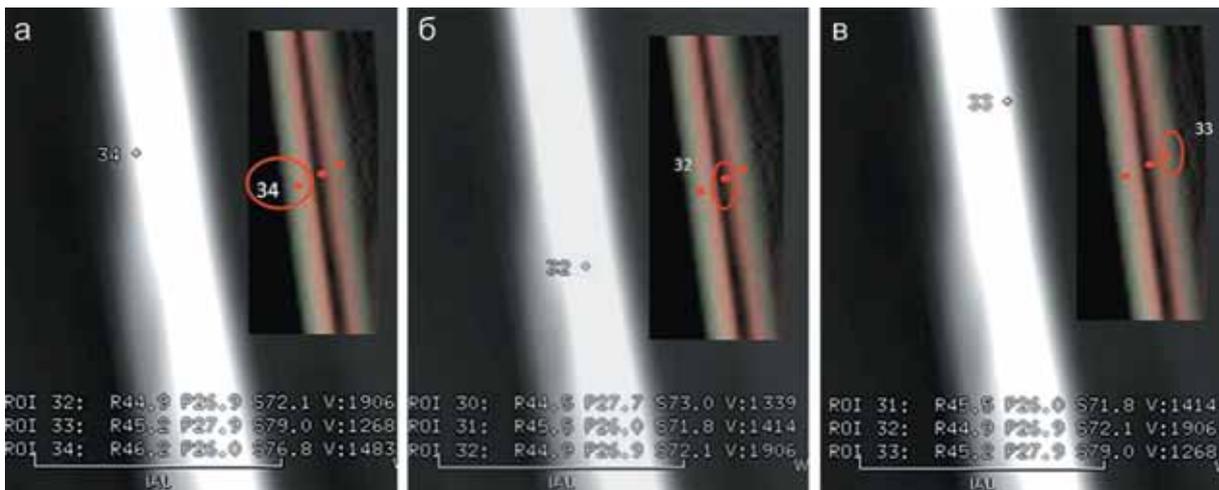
МСКТ голени больного М., 16 лет, МРР во фронтальной плоскости, фрагмент корковой пластинки. Измерение плотности остеонного слоя, наружных и внутренних слоев корковой пластинки. В правом верхнем углу рисунков – строение корковой пластинки, визуализируемое с помощью фильтра Hardware Enhancend (МСКТ, обработка на рабочей станции): а – плотность корковой пластинки в точке, располагающейся по внутренней поверхности (измерение № 34), составляет 1483 HU; б – плотность корковой пластинки в точке, располагающейся в остеонной зоне (измерение № 32), составляет 1906 HU; в – плотность корковой пластинки в точке, располагающейся по наружной поверхности (измерение № 33), составляет 1268 HU
